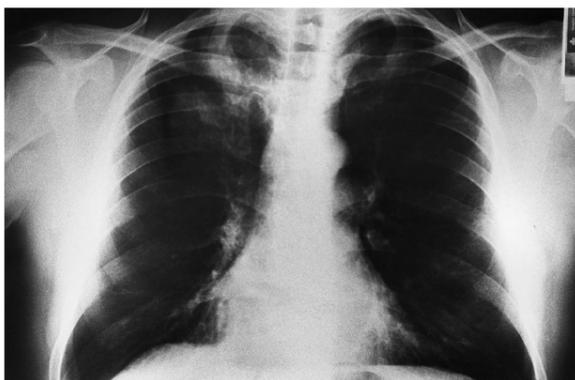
Radiografía de tórax: condensación en lóbulo superior derecho (2 focos) y en lóbulo superior izquierdo, menos densa.
